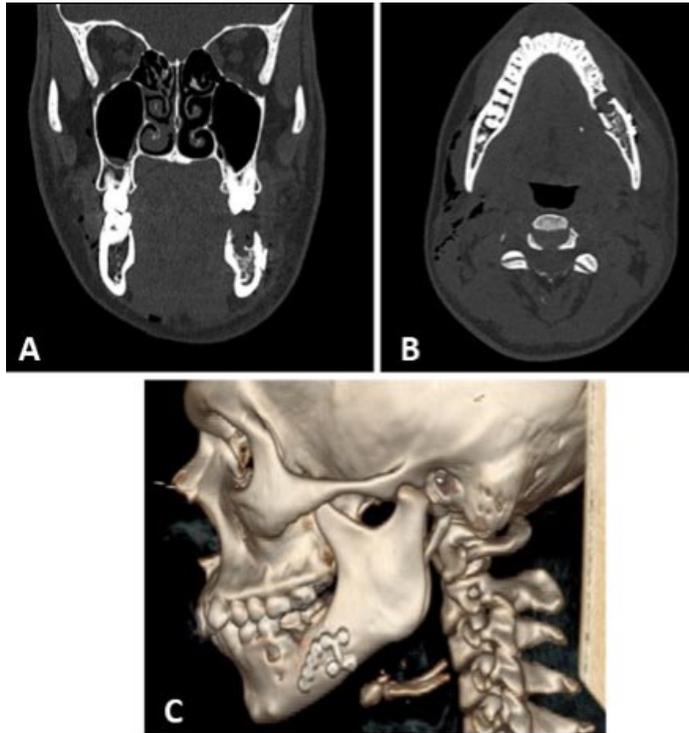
Tomografía axial computarizada preoperatoria. (A) Vista coronal con fractura reducida; (B) Vista axial con fractura reducida; (C) Reconstrucción 3D vista lateral, placas de OTS en posición.
